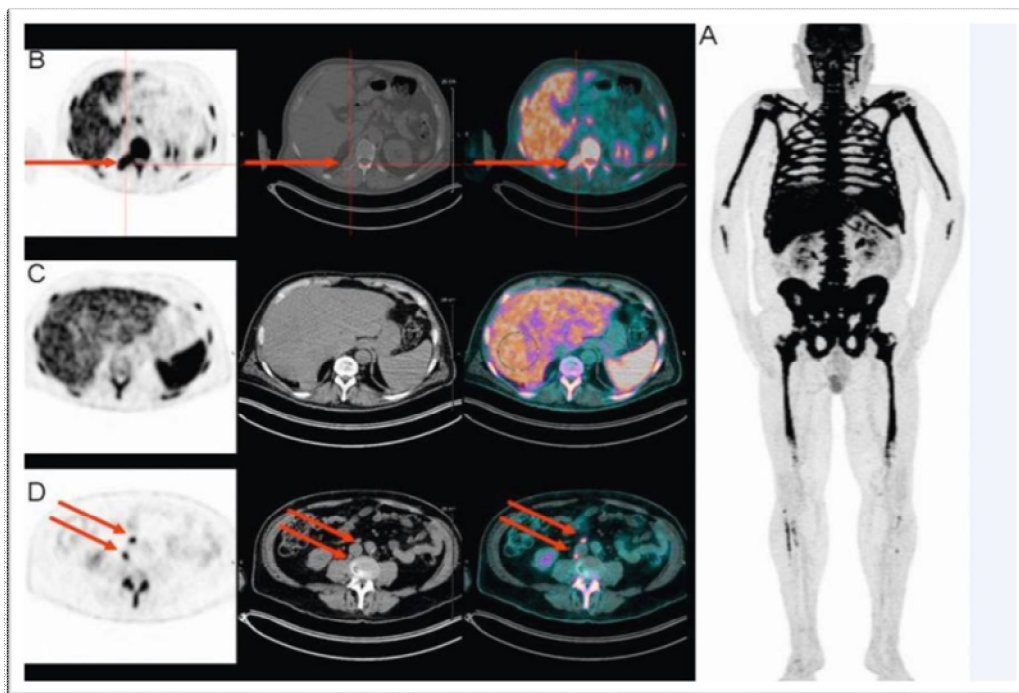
Examen TEP-FDG effectué dans le cadre du bilan initial d'un myélome multiple. La TEP-FDG montre une fixation très intense et pathologique du squelette et met en évidence des fixations extra-osseuses, notamment ganglionnaires et spléniques [48].
